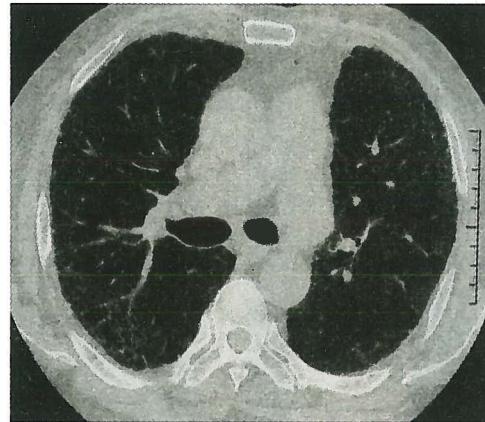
特发性肺纤维化的胸部 HRCT 改变
